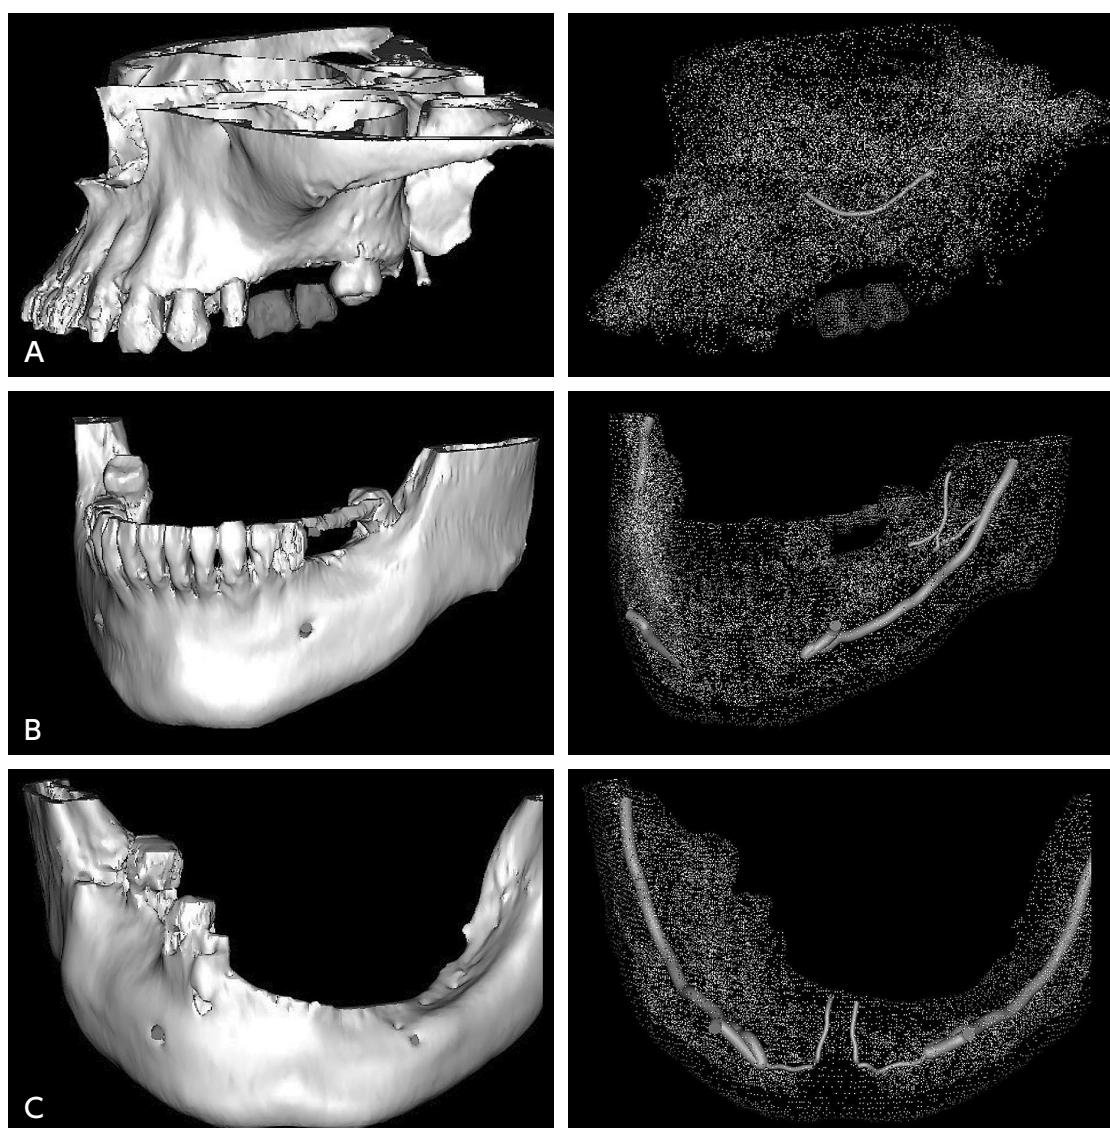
正常 CT 画像解剖 (A : 上顎：後上歯槽動脈, B : 下顎：下顎管と臼後管, C : 下顎, 下顎管と切歯管)
